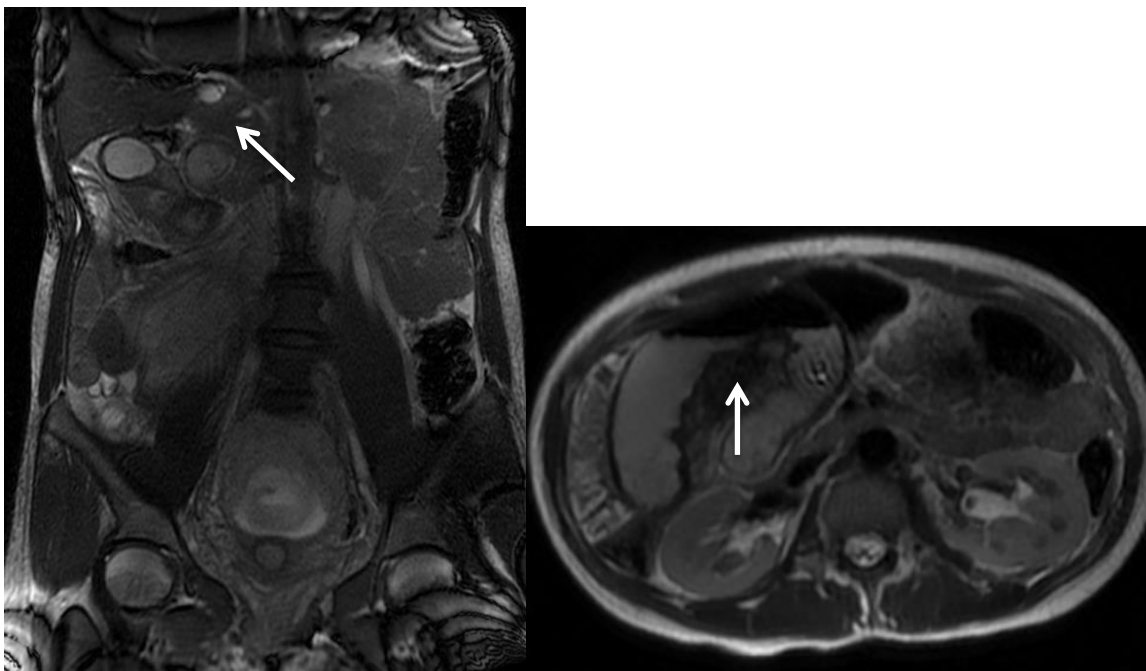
Signos radiológicos de obstrucción en asa cerrada en RMN: A) signo del pico. B) signo de la C.
